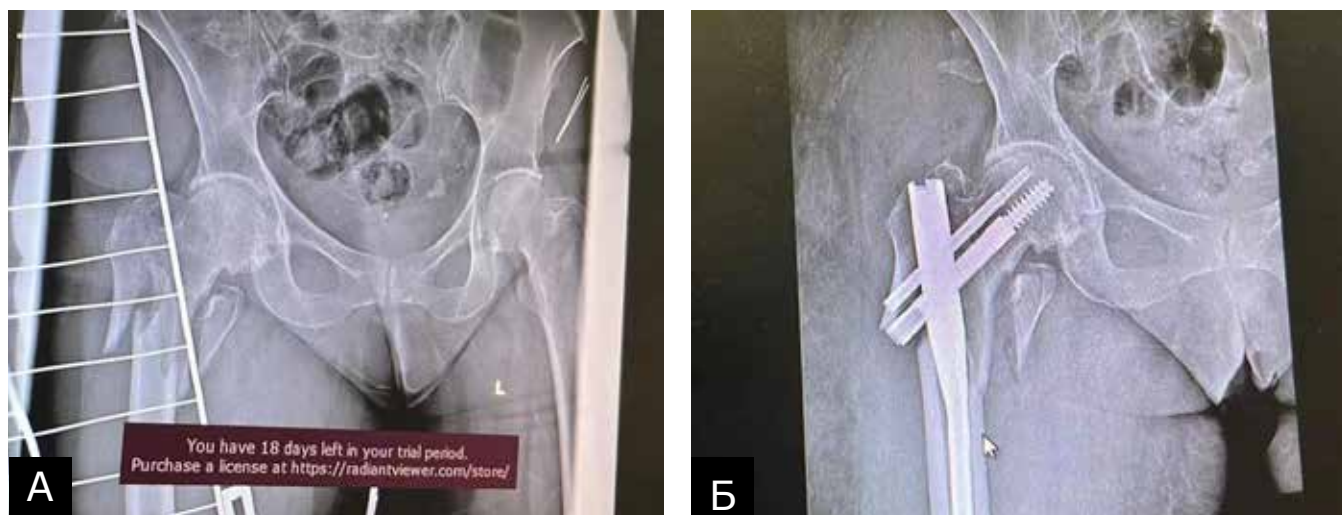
Рентгенограммы правого тазобедренного сустава пациентки С.Е., 61 год, оскольчатый чрезвертельный перелом правого бедра со смещением отломков на фоне ожирения 2 степени: А — на момент обращения в клинику, Б — непосредственно после вмешательства.
